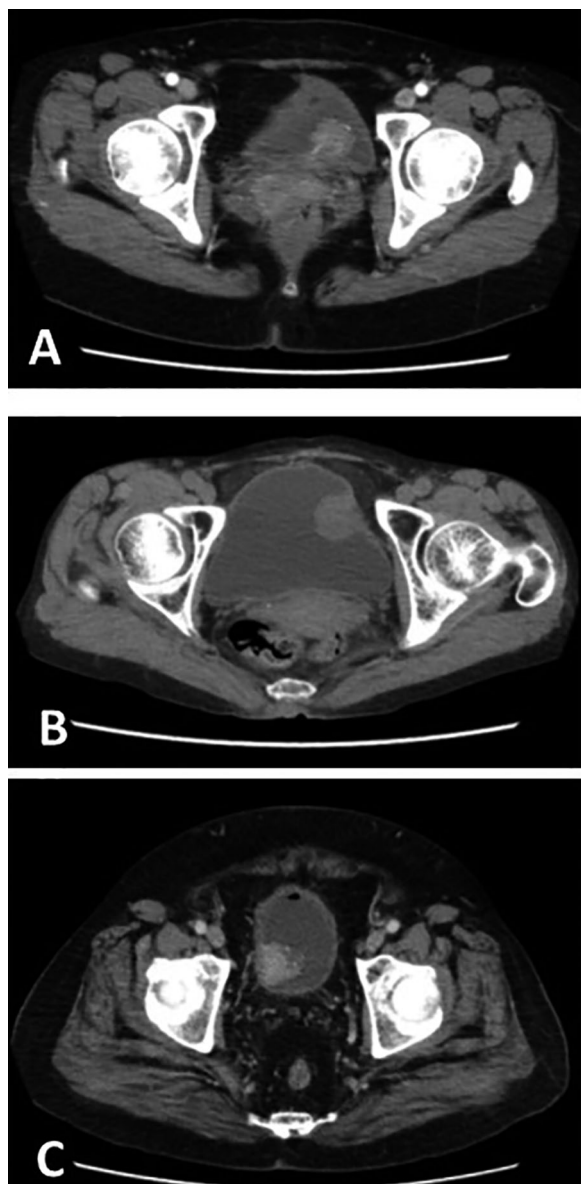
CT scan shows the bladder tumor before the initial transurethral resection of bladder tumor in Case 1 (A), Case 2 (B) and Case 3 (C).
